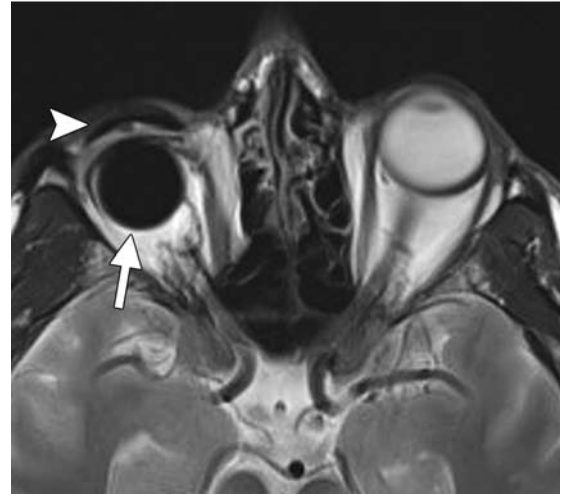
Axiale T2w MRT-Aufnahme eines 49-jährigen Mannes mit einem rechtsseitigen Orbitaimplantat aus Silikon (Pfeil), das mehrere Jahre zuvor implantiert worden war. Das Implantat weist eine homogene geringe Signalintensität auf, und unmittelbar davor ist ein kurvilinear verlaufender Signalauslöschungsherd zu sehen (Pfeilspitze), ein Befund, der einer Augenprothese entspricht.
